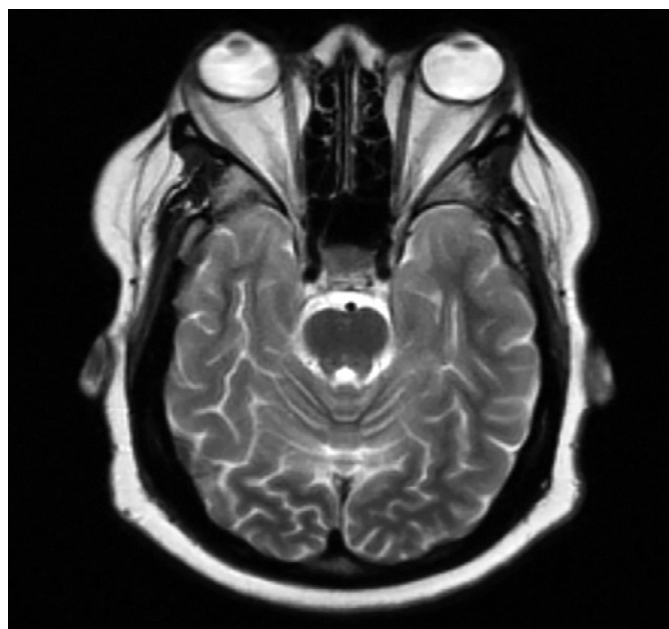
Билатеральный экзофтальм по данным магнитно-резонансной томографии у пациента с синдромом Кушинга [5].
